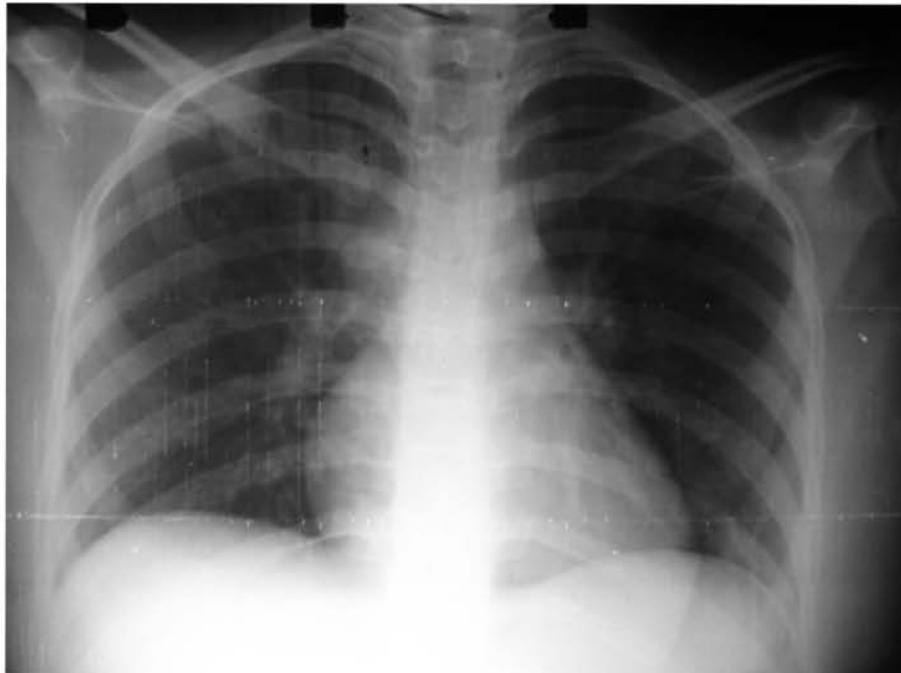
Teleradiografía de tórax de la paciente 5. No se demuestran
